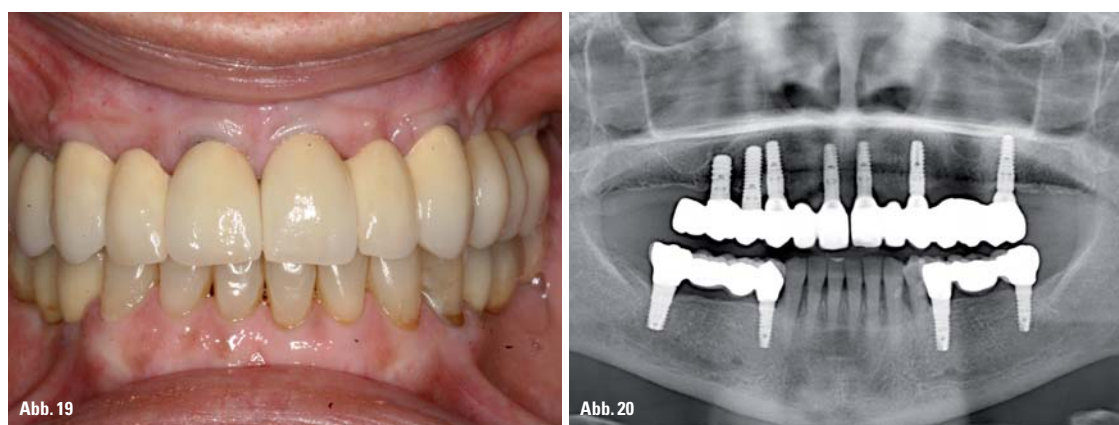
Eingegliederte Brücken im Oberkiefer. – Abb. 20: Röntgenkontrolle nach Eingliederung der Brücken im Oberkiefer mit nahezu vollständiger Ossifikation der Explantationsstellen.
